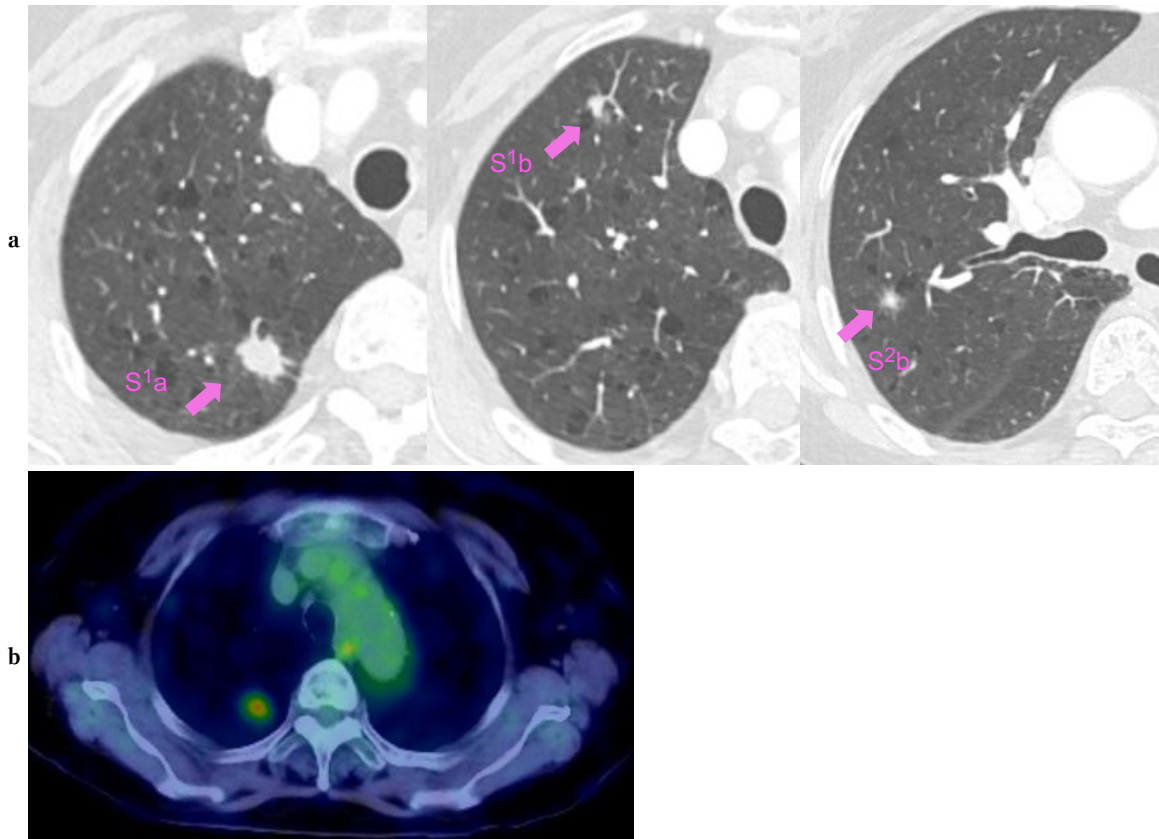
a. Chest CT performed at the time of surgery showed three nodules in the right upper lobe (S¹a, 11 mm; S¹b, 5 mm; S²b, 6 mm). b. FDG-PET/CT revealed the abnormal accumulation of nodules in the right upper lobe (SUVmax: S¹a, 4.0; S¹b, 1.1; S²b, 1.6). There was no abnormal accumulation in the other regions.
